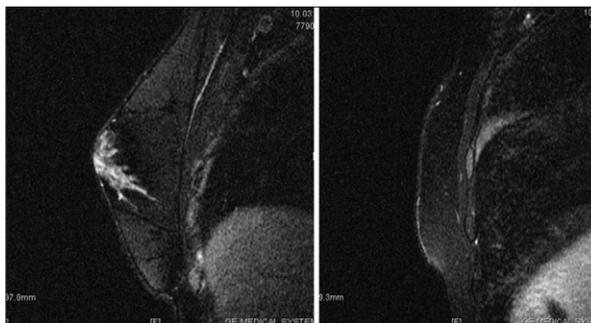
Resonancia magnética de mama. Secuencia sagital STIR. En lado derecho se aprecia ausencia del pezón, sin que se identifique tejido glandular mamario. En lado izquierdo, mama contralateral de características normales. Musculatura pectoral de morfología normal en ambos lados.
